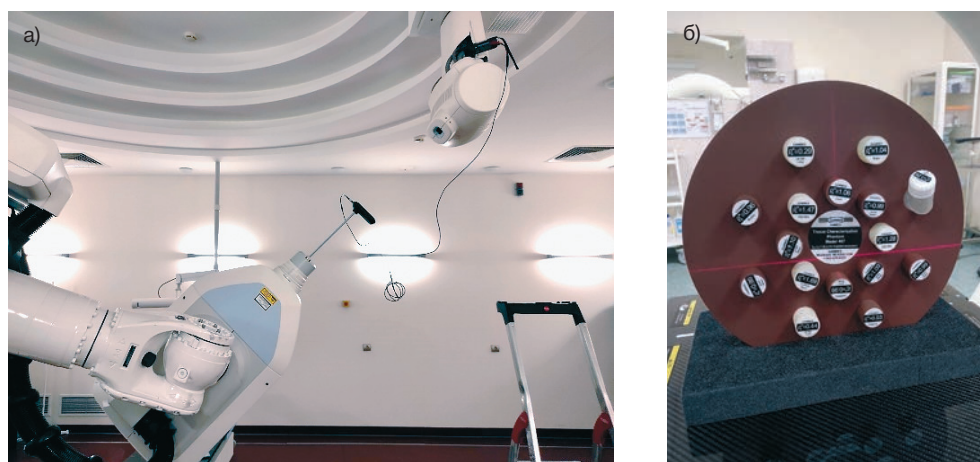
а) калибровка параметров рентгенографической системы с помощью Piranha X-ray и MAS-2 (RTI group); б) CT Electron Density Phantom Gammex 467 (Sun Nuclear) для построения и проверки моделей преобразования единиц Хаунсфилда (HU) топометрического КТ в электронные плотности
